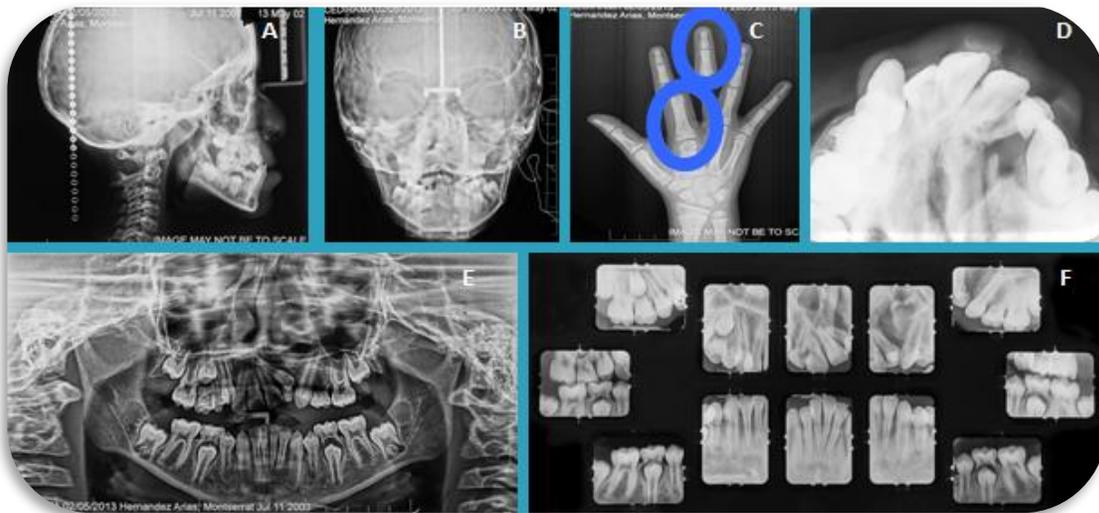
Estudios radiográficos de paciente femenina de 12 años. A. Radiografía lateral de cráneo. B. Radiografía posteroanterior. C. Radiografía carpal. D. Radiografía oclusal. E. Radiografía panorámica. F. Serie de radiografías periapicales. Fotografías de radiografías cortesía del posgrado de Ortodoncia del HIMFG, (2015).
